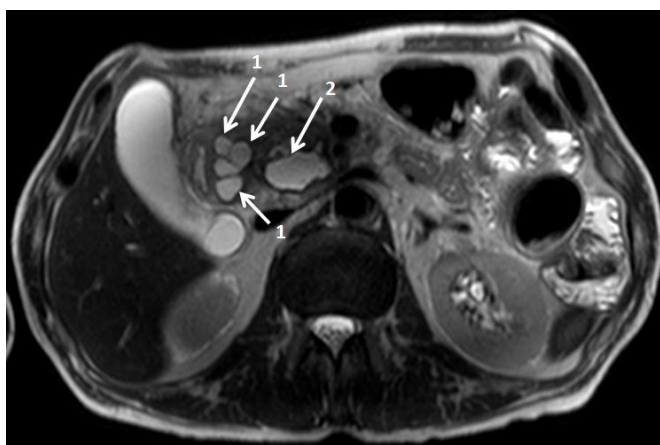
МРТ, режим T2-взвешенного изображения. 1 – множественные кисты в утолщенной стенке ДПК и «борозде»; 2 – киста в крючковидном отростке ПЖ.
